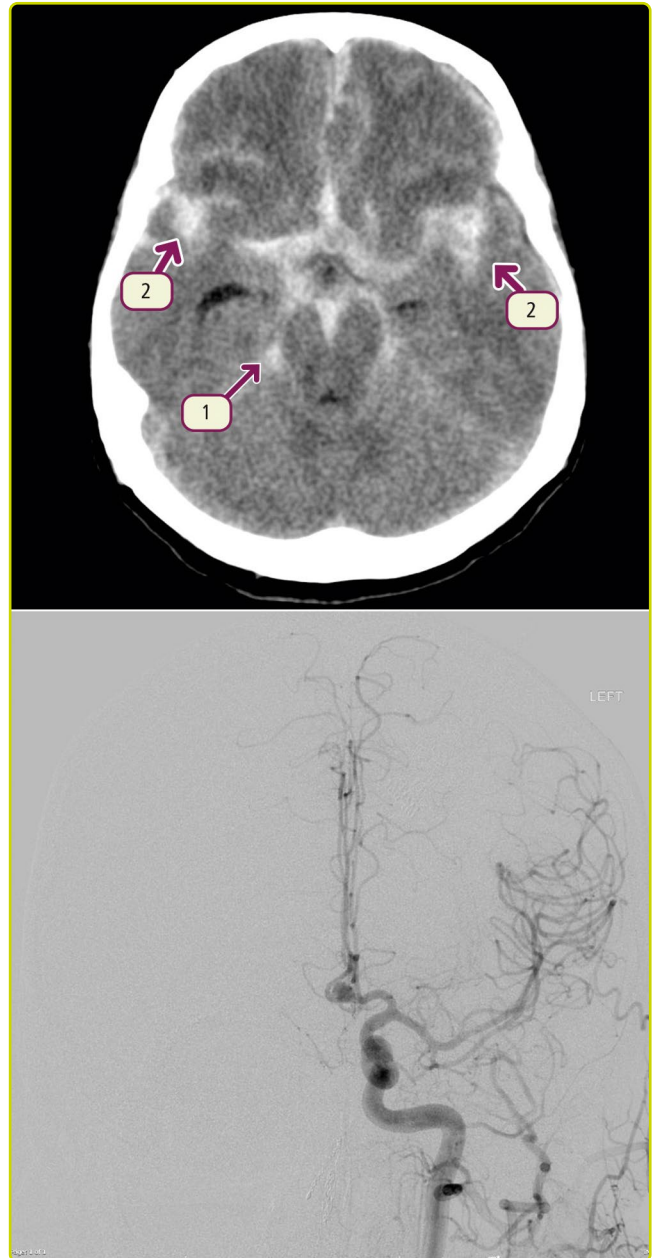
TC craneal sin contraste. Hemorragia subaracnoidea masiva. Se observa densidad de sangre (hiperdensidad) en cisternas basales perimesencefálicas (1) y ambas cisuras de Silvio (2). El sangrado concentrado en la zona interhemisférica cercana a las astas frontales sugiere rotura de aneurisma de la arteria cerebral anterior. La arteriografía confirmó el aneurisma.
